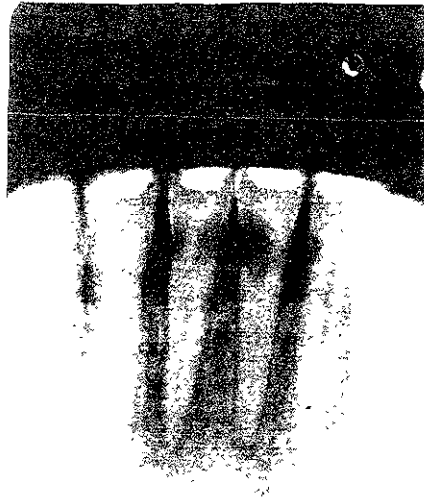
Radiografía de incisivos centrales inferiores
